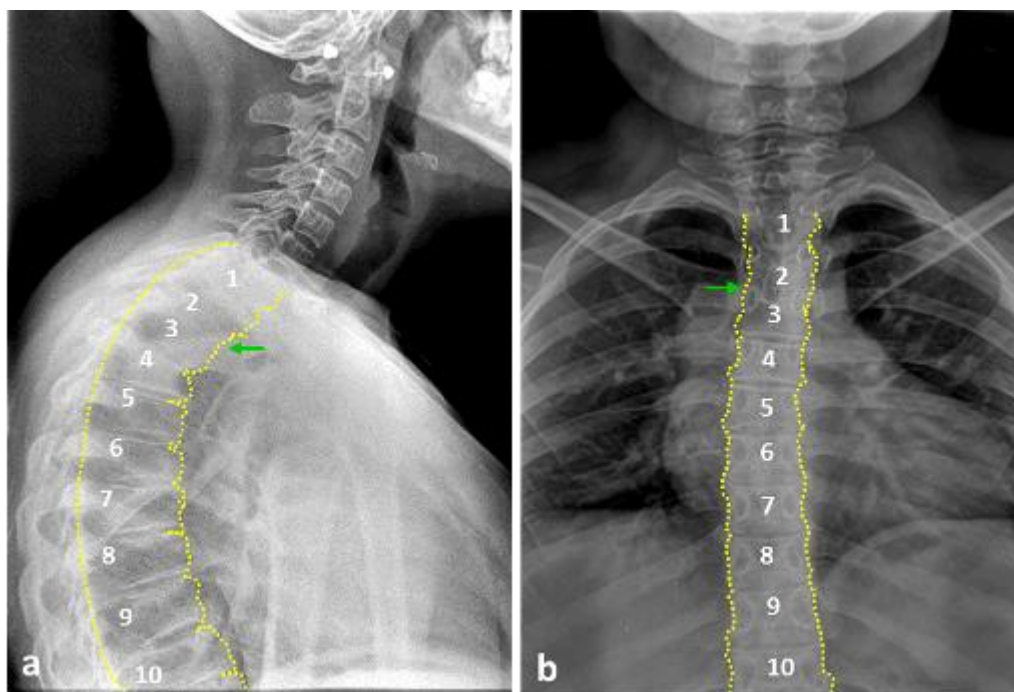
Radiografías de columna vertebral cervicodorsal. *a* Vista lateral que exhibe disminuci3n en la altura del muro vertebral anterior desde D1-5. *b* Vista anteroposterior con fusi3n (flecha) de cuerpos vertebrales en D2-3.
